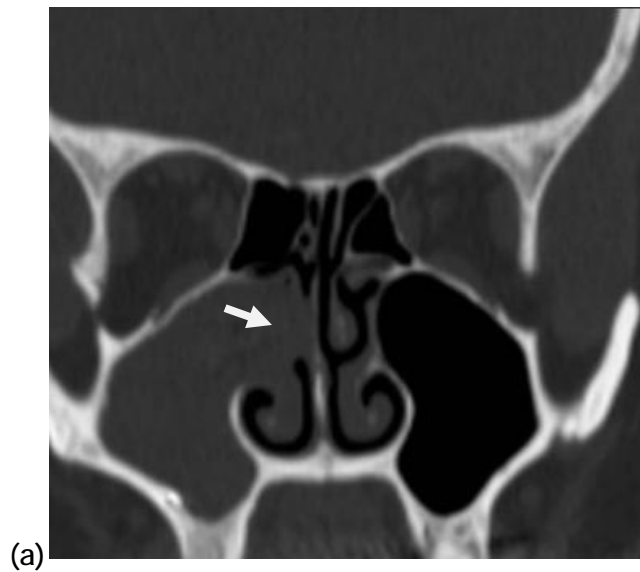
(a)TDM coupe coronale montrant un comblement homogène du sinus maxillaire gauche sans calcification avec extension en endonasal (flèche blanche)chez un patient présentant une balle fongique. (Iconographie du service d'ORL CHU Hassan II FES)
